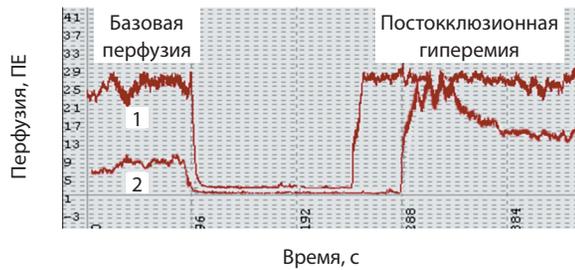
Пример кривой перфузии во время проведения окклюзионной пробы; 1 – гиперемический тип микрогемодинамики, 2 – спастический тип микрогемодинамики; ПЕ – перфузионные единицы (рисунок из архива Д.А. Рогаткина, фрагменты рисунка впервые опубликованы в статье [16])
